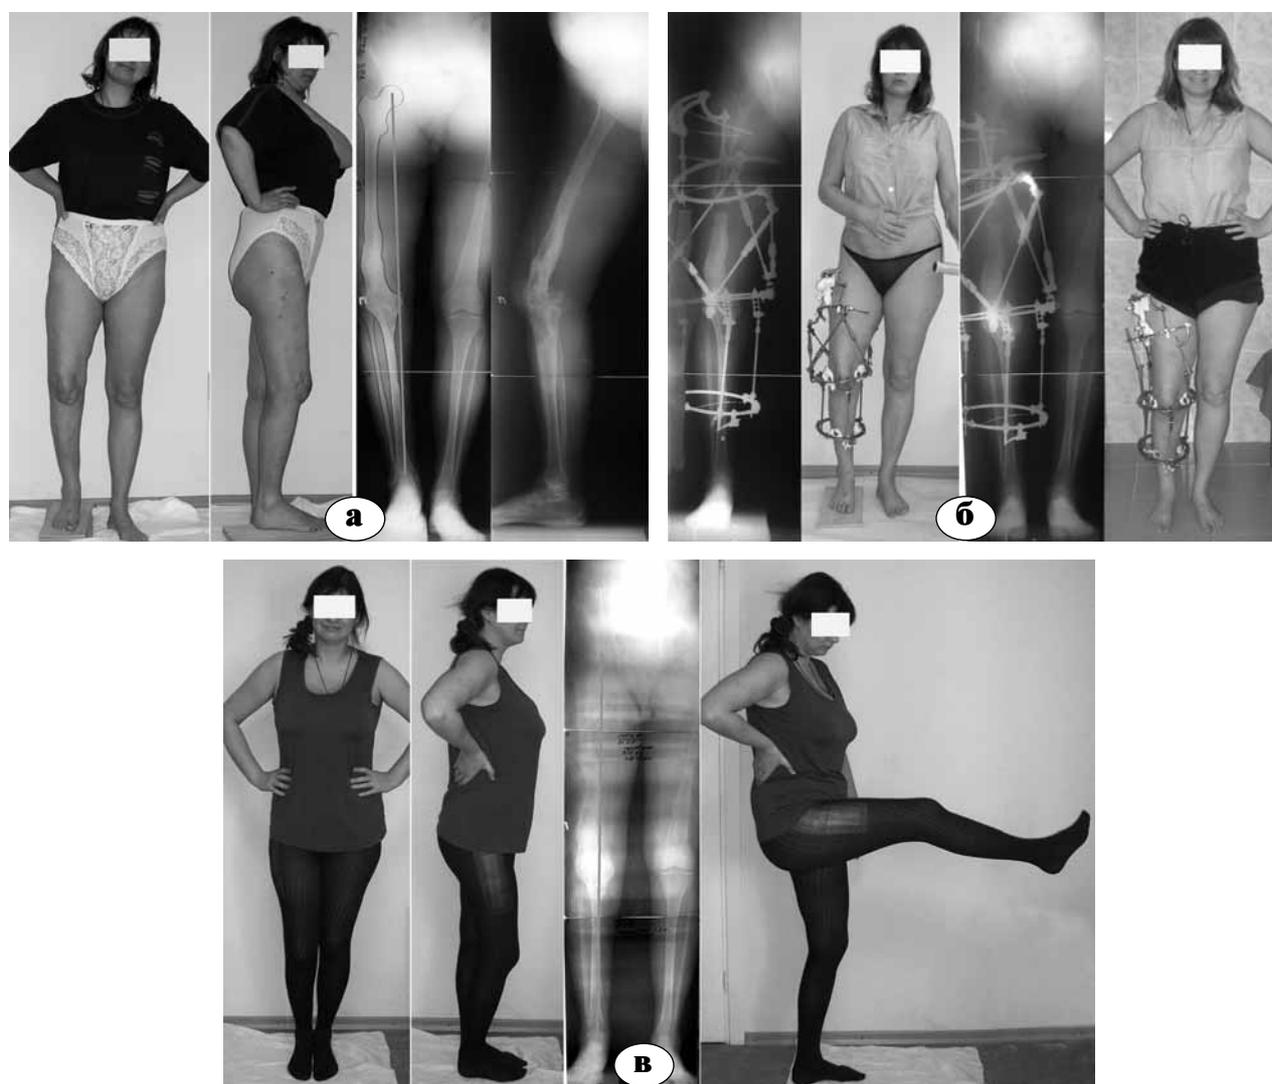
Фото и рентгенограммы пациентки Т:
